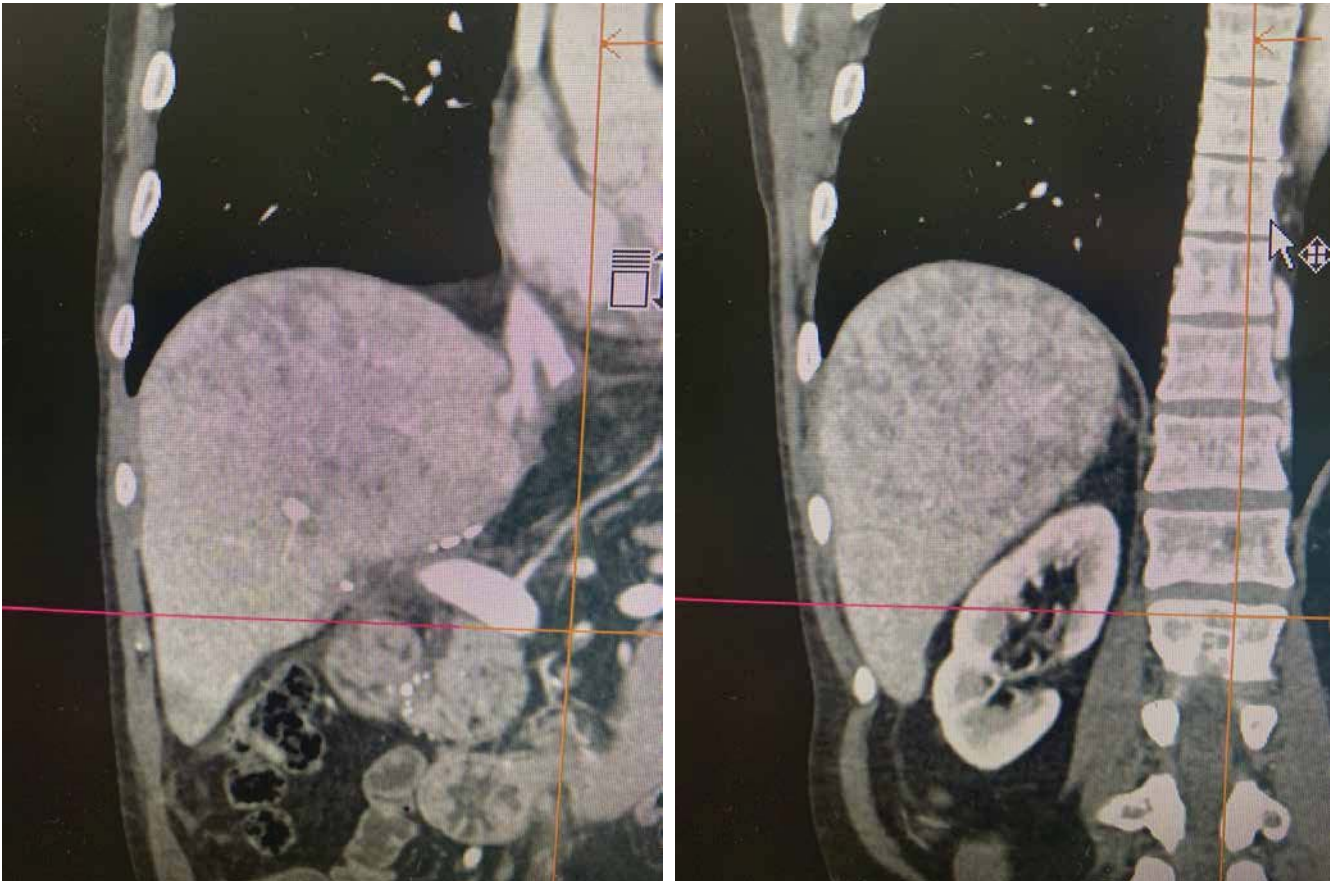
Комп'ютерна томографія органів черевної порожнини: гіподенсивні ділянки паренхіми в дистальних і субкапсулярних відділах трансплантату печінки
